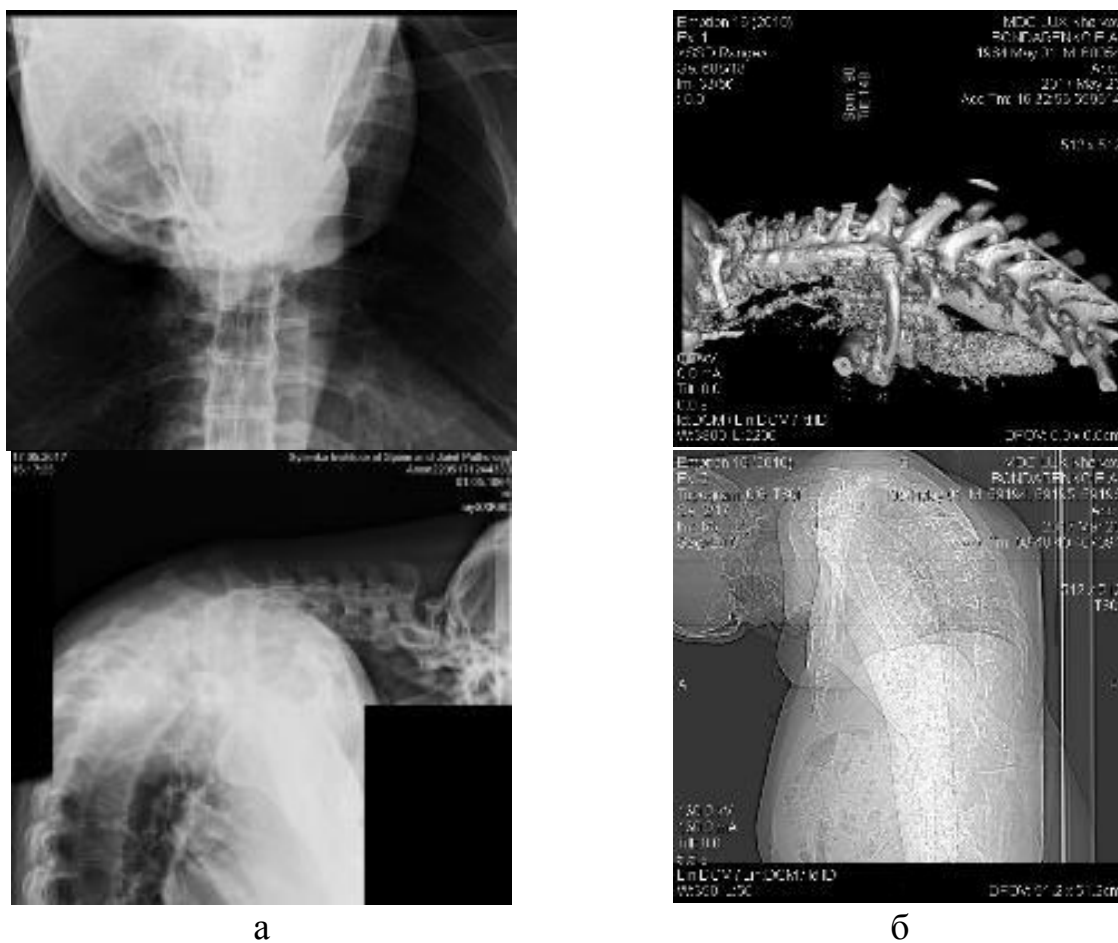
Рентгенограми (а) та комп'ютерна томограми (б) хворого Б. до хірургічного лікування
